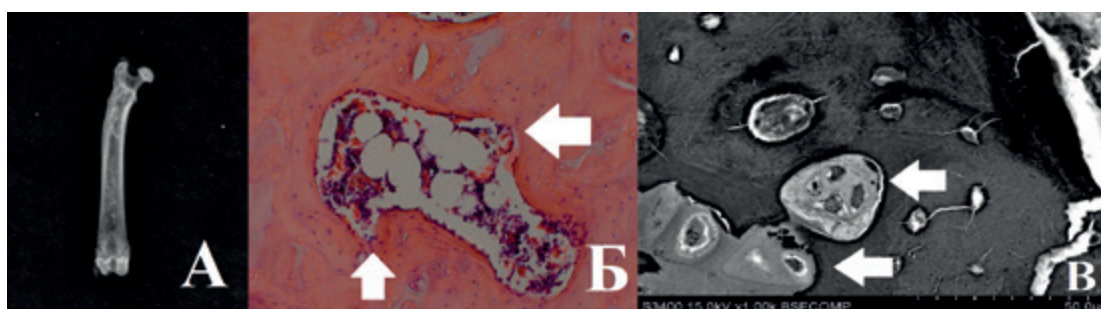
Результаты исследования головки бедренной кости через 4 недели после хирургической индукции асептического некроза. А) Рентгенография: снижение высоты, снижение костной плотности проксимального отдела бедра; Б) Световая микроскопия, окрашивание гематоксилин-эозин, увеличение x200. Стрелочкой указана лакунарная резорбция костной ткани; В) Электронная микроскопия, увеличение x1000. Стрелочками указаны дегенеративно измененные ядра хондроцитов.
